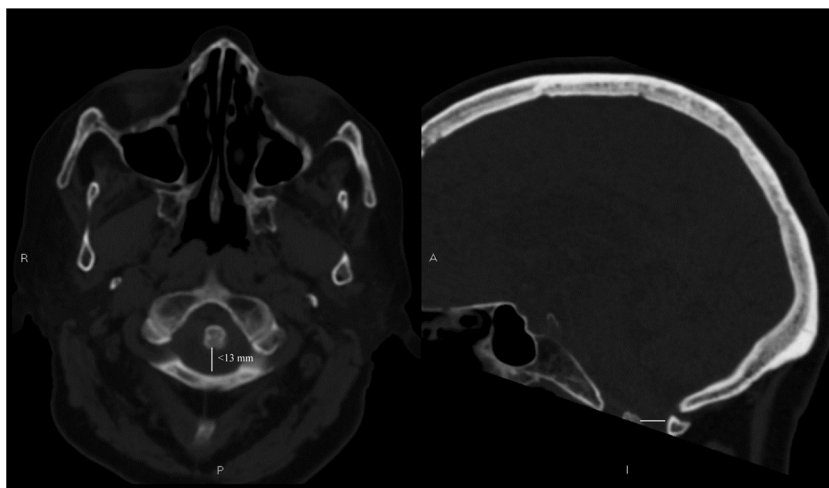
TC de cráneo: cortes axiales y sagitales con ventana ósea. En ambas imágenes de la figura se muestra la medición de la distancia atloaxoidea posterior (línea blanca), que fue menor de 13 mm.
